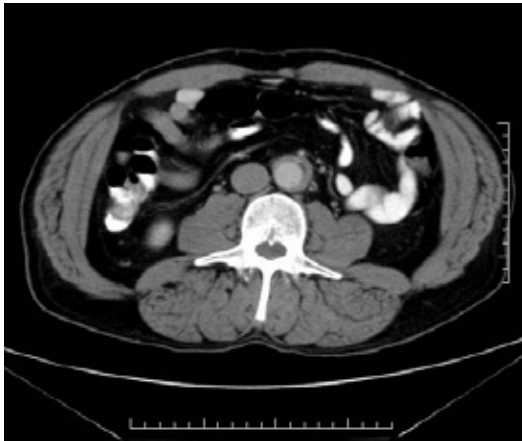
TAC abdominal. Periaortitis: rodete periaórtico caudal a salida de art. mesentérica inferior de 8 mm.
